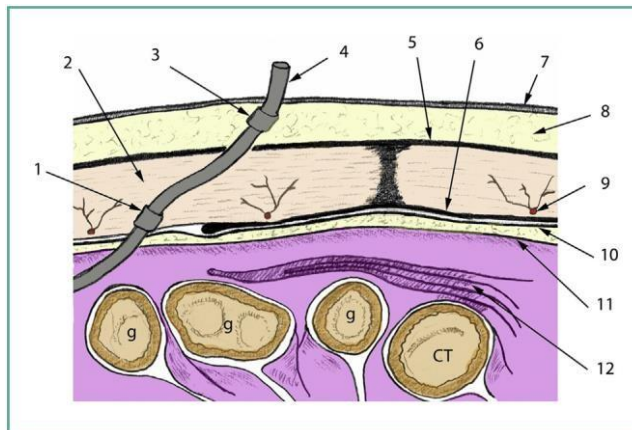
1 : collerette en Dacron® péritonéale, 2 : muscle droit de l'abdomen, 3 : collerette en Dacron® sous-cutanée, 4 : cathéter de dialyse, 5 : fascia rectal antérieur, 6 : fascia rectal postérieur, 7 : peau, 8 : tissu sous-cutané, 9 : branche de l'artère épigastrique profonde, 10 : fascia transversalis, 11 : péritoine pariétal antérieur, 12 : grand omentum, CT : côlon transverse, g : anse grêle. P. De Sousa [13]
